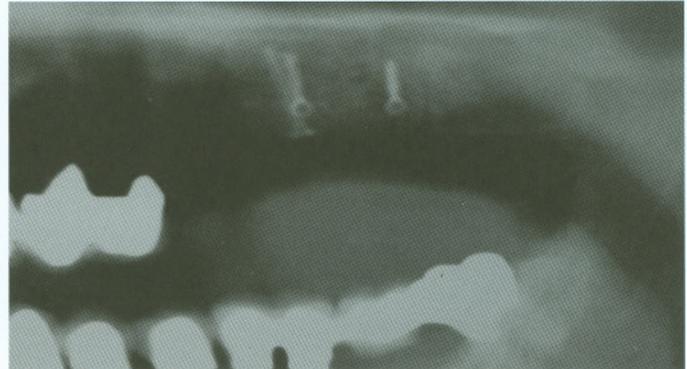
Konventionelle Röntgenaufnahme zur Kontrolle der transplantierten Knochenblöcke
